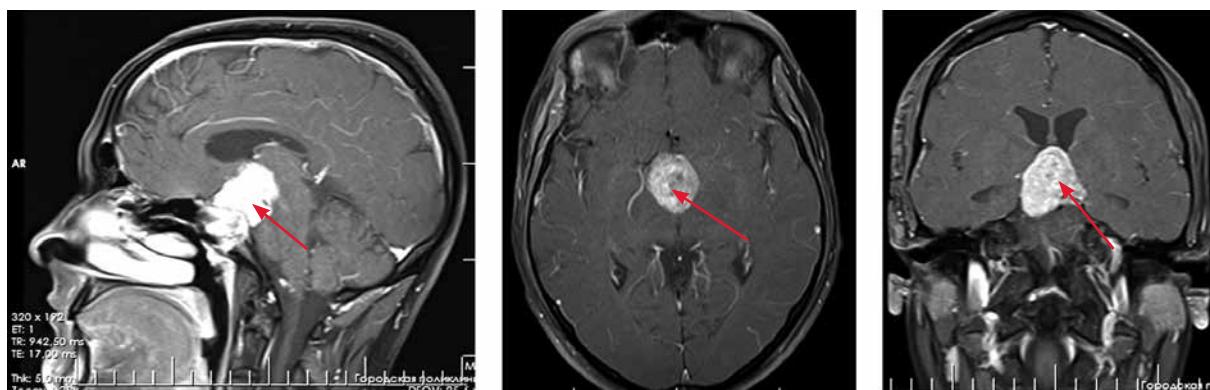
Магнитно-резонансные томограммы пациента К. через 6 мес после 2-го курса лучевой. Стрелками указаны остатки опухоли
